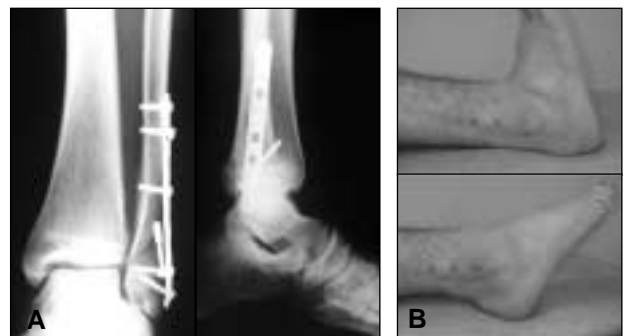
Caso 2. A. Radiografías a las 6 semanas del posoperatorio. B. Clínica a las 6 semanas del posoperatorio.
